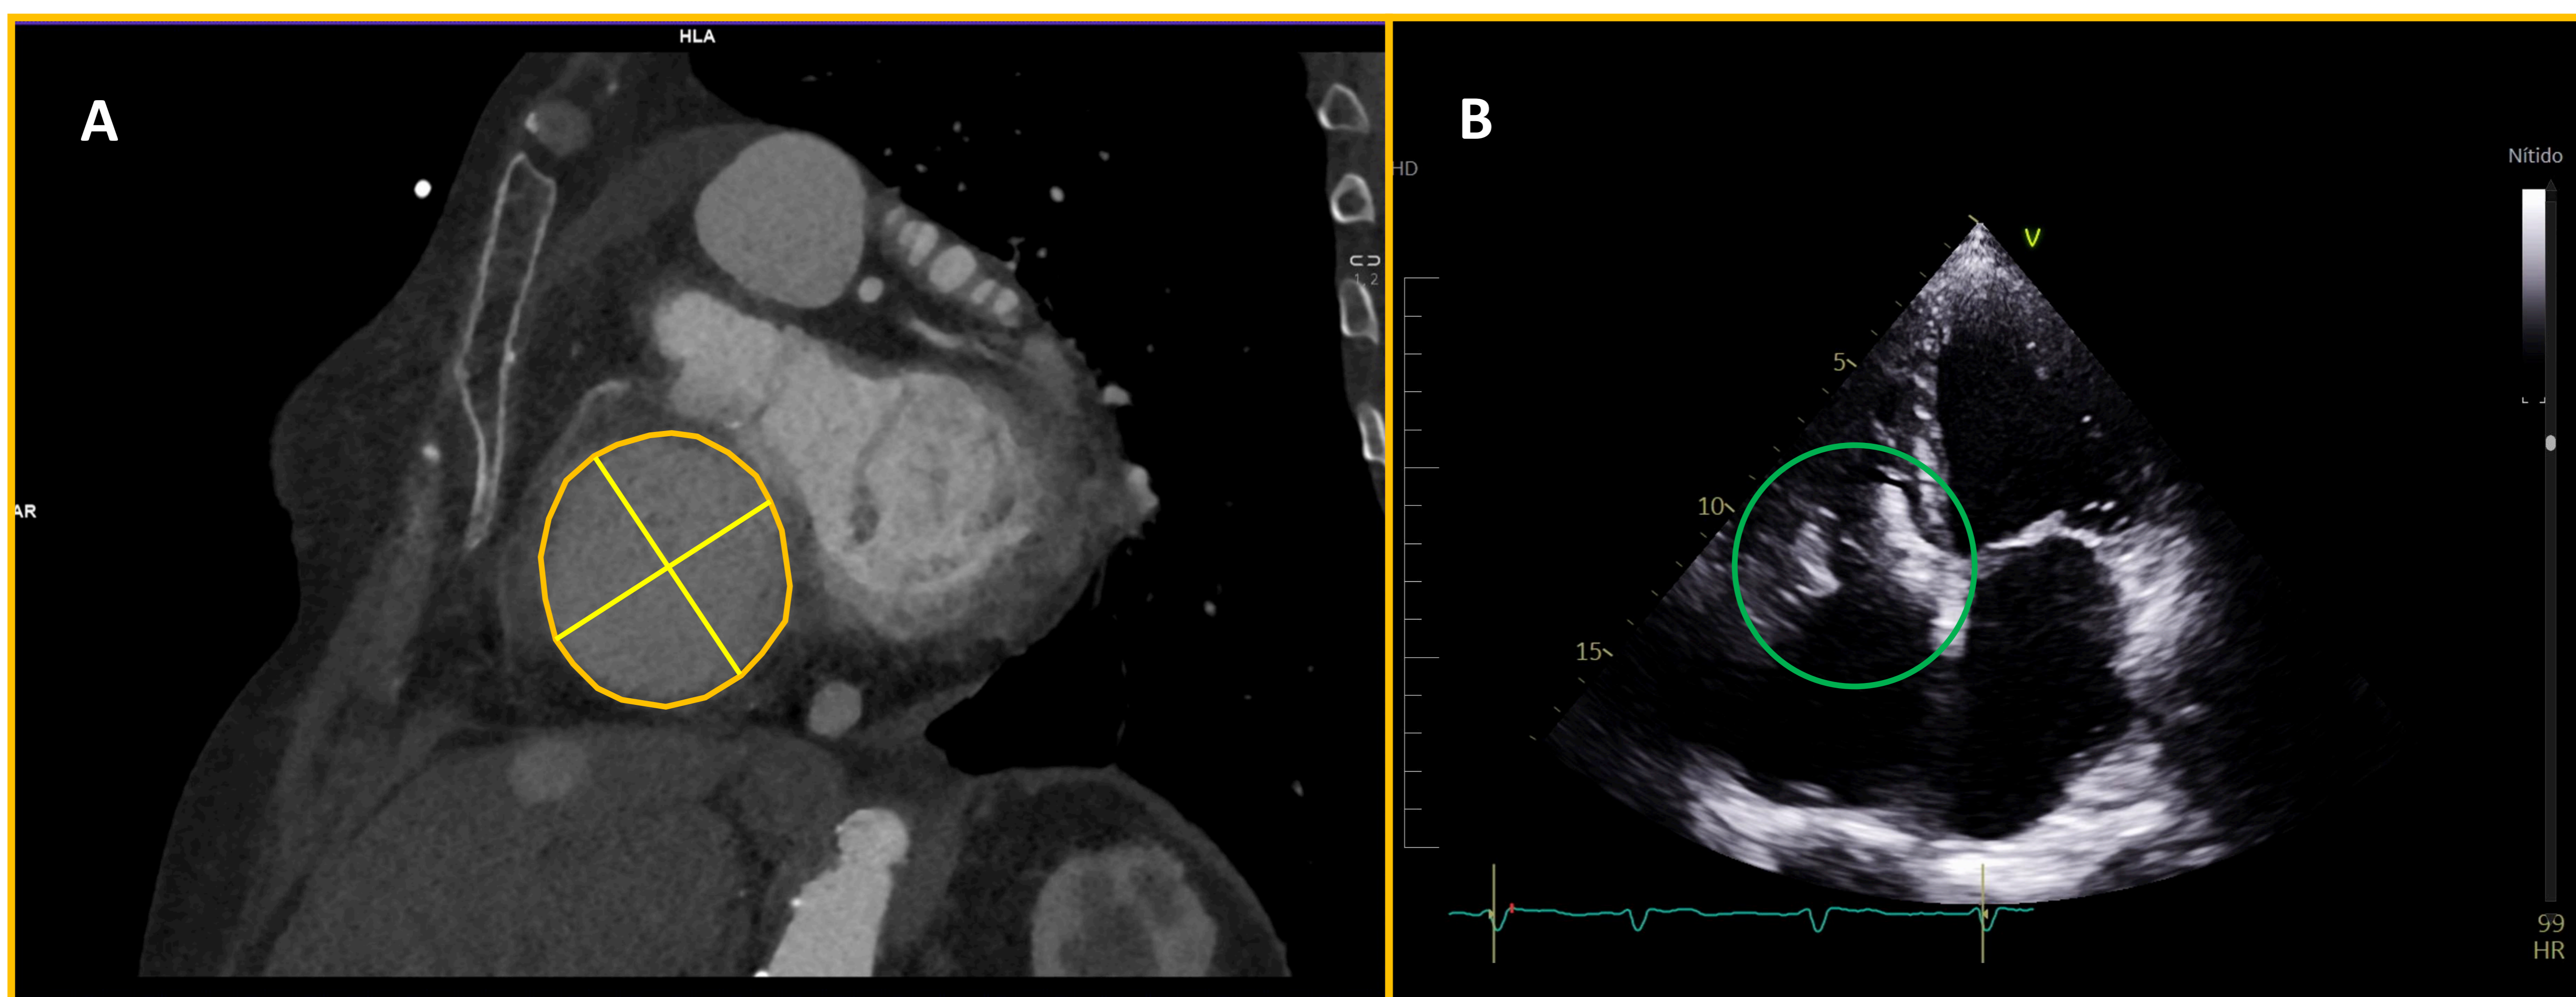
CARDIO-TC EN LA PLANIFICACIÓN DEL IMPLANTE DE PRÓTESIS ORTOTÓPICAS
